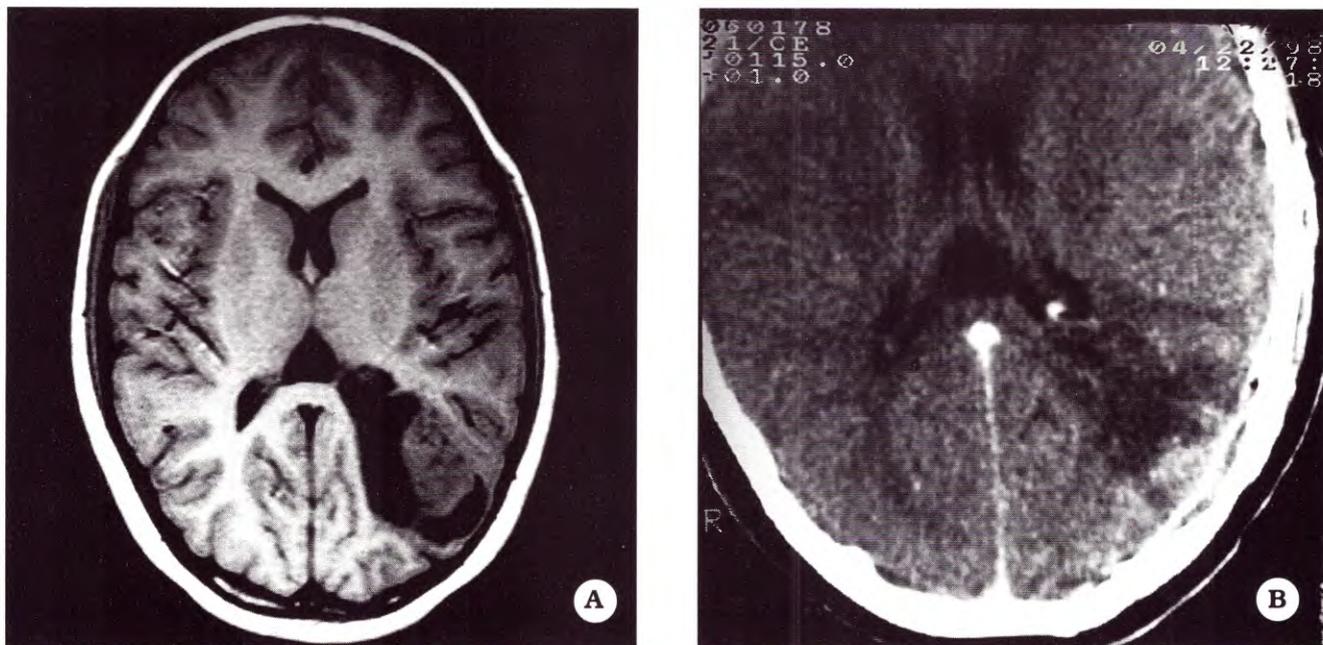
Caso 2. A. IRM prequirúrgica en T1 sin contraste. B. TAC postquirúrgico con contraste
